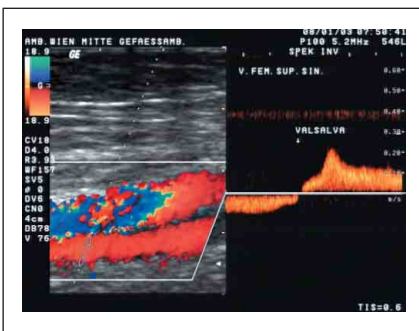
Darstellung eines postthrombotischen Syndroms im Doppler, bei Valsalva-manöver Flußumkehr
